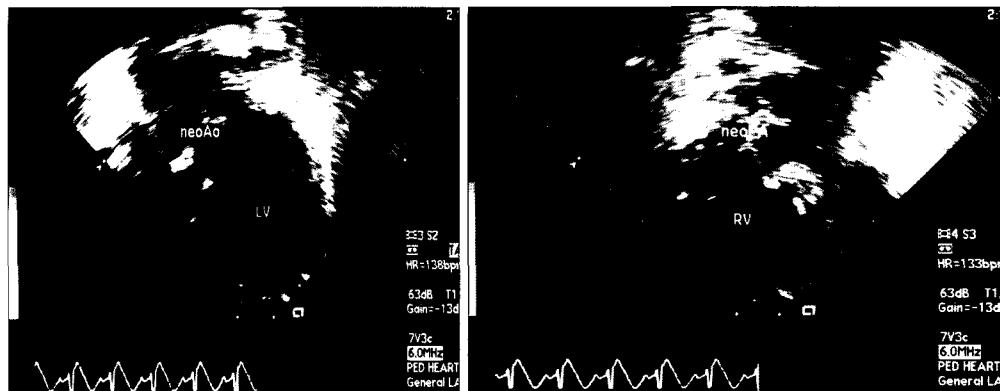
Postoperative echocardiography. neoAo, neo-aorta; LV, Left ventricle; RV, Right ventricle.
